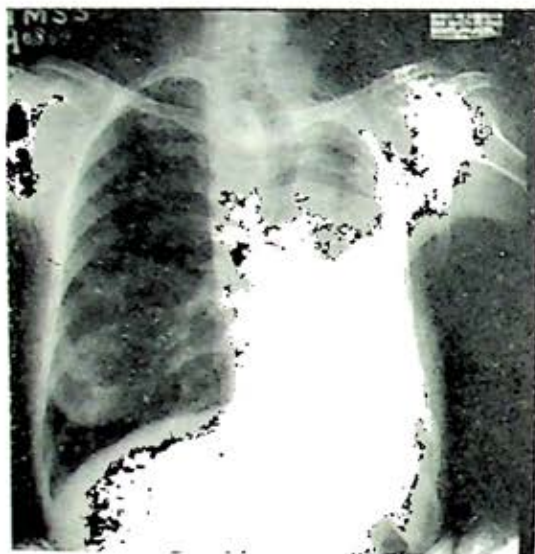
La radiografía simple hace pensar bien sea en una atelectasia total o en una agenesia pulmonar.
